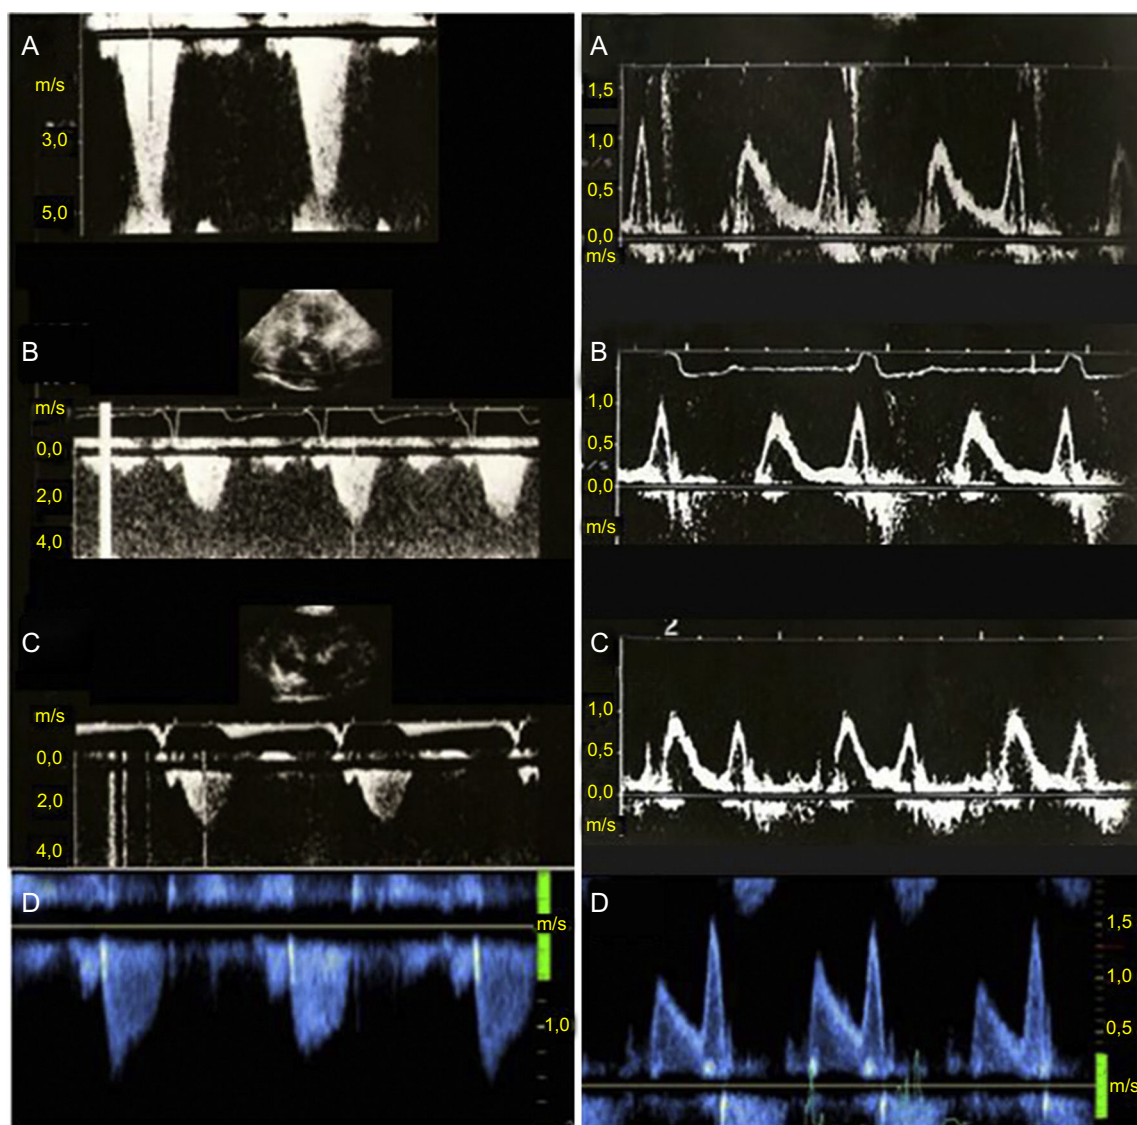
Gradiente de obstrucción del tracto de salida del ventrículo izquierdo (paneles de la izquierda) y flujo Doppler transmitral (paneles de la derecha) en un paciente con miocardiopatía hipertrófica obstructiva tratada con estimulación secuencial auriculoventricular seguido durante 18 años. A: basal; B: 6 meses de seguimiento; C: 12 meses de seguimiento; D: final del seguimiento. Se observa la reducción permanente del gradiente de obstrucción del tracto de salida del ventrículo izquierdo (izquierda) y la ausencia de progresión de la disfunción diastólica basal (derecha, A) a lo largo del seguimiento.
